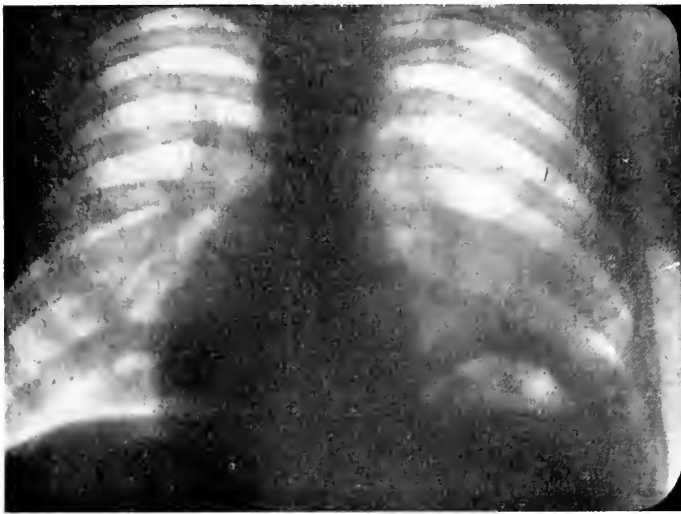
Röntgenuntersuchung nach Lufteinblasung zeigt die Lage der Luftblase unter der Diaphragmawölbung, aber im übrigen dieselben Veränderungen wie auf dem vorhergehenden Röntgenogramm.
